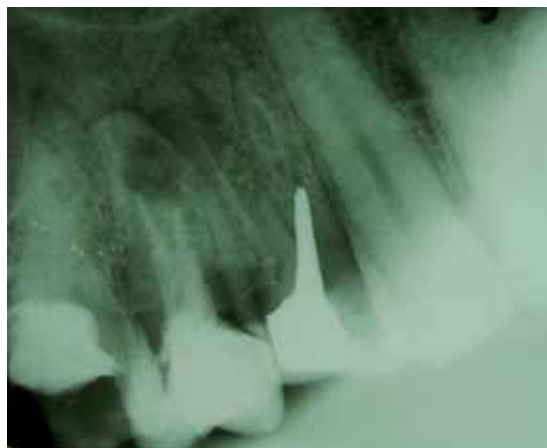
Radiografía inicial mesializada donde se observa una zona radiolúcida envolviendo la raíz, además de una zona radiolúcida interna y también se observa tratamiento endodóntico subobturado y deficiente.
